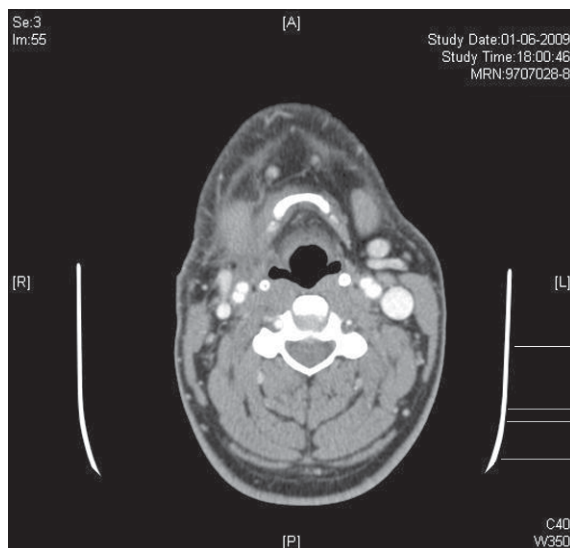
Tomografía axial computada de cuello con contraste de control, 18 días posterior a tratamiento antimicrobiano completo, que muestra resolución de la lesión cervical.
